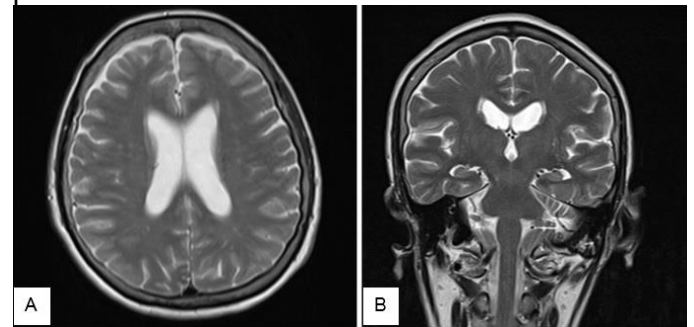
Imágenes de resonancia magnética en T2, corte axial (A) y corte coronal (B) donde no se observan datos de isquemia, hemorragia o lesiones ocupativas.
